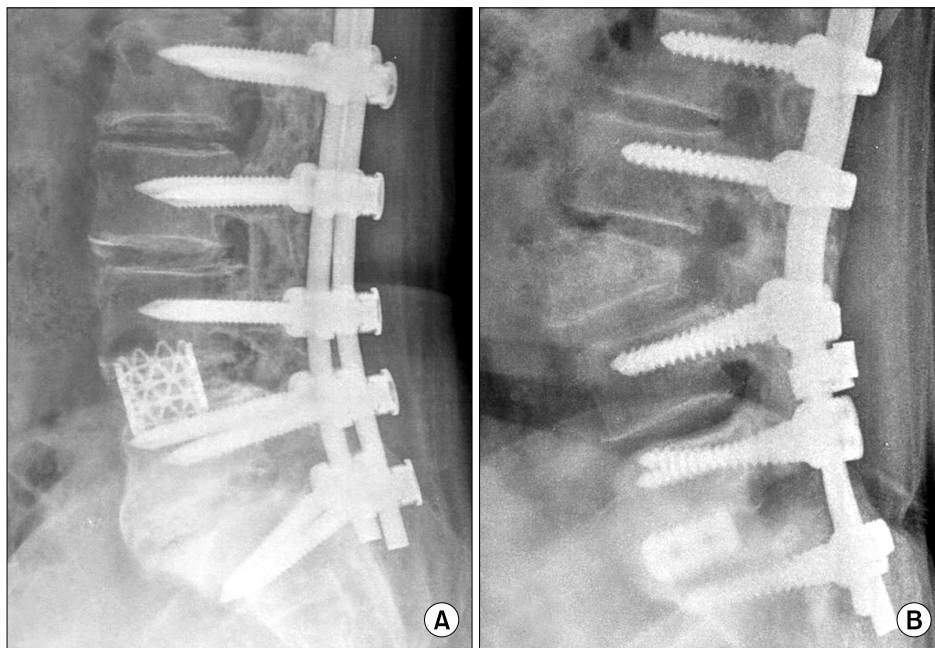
Radiographs after the Smith-Peterson osteotomy with anterior lumbar interbody fusion (A) and Pedicle subtraction osteotomy (B) in lumbar degenerative kyphosis patients.
